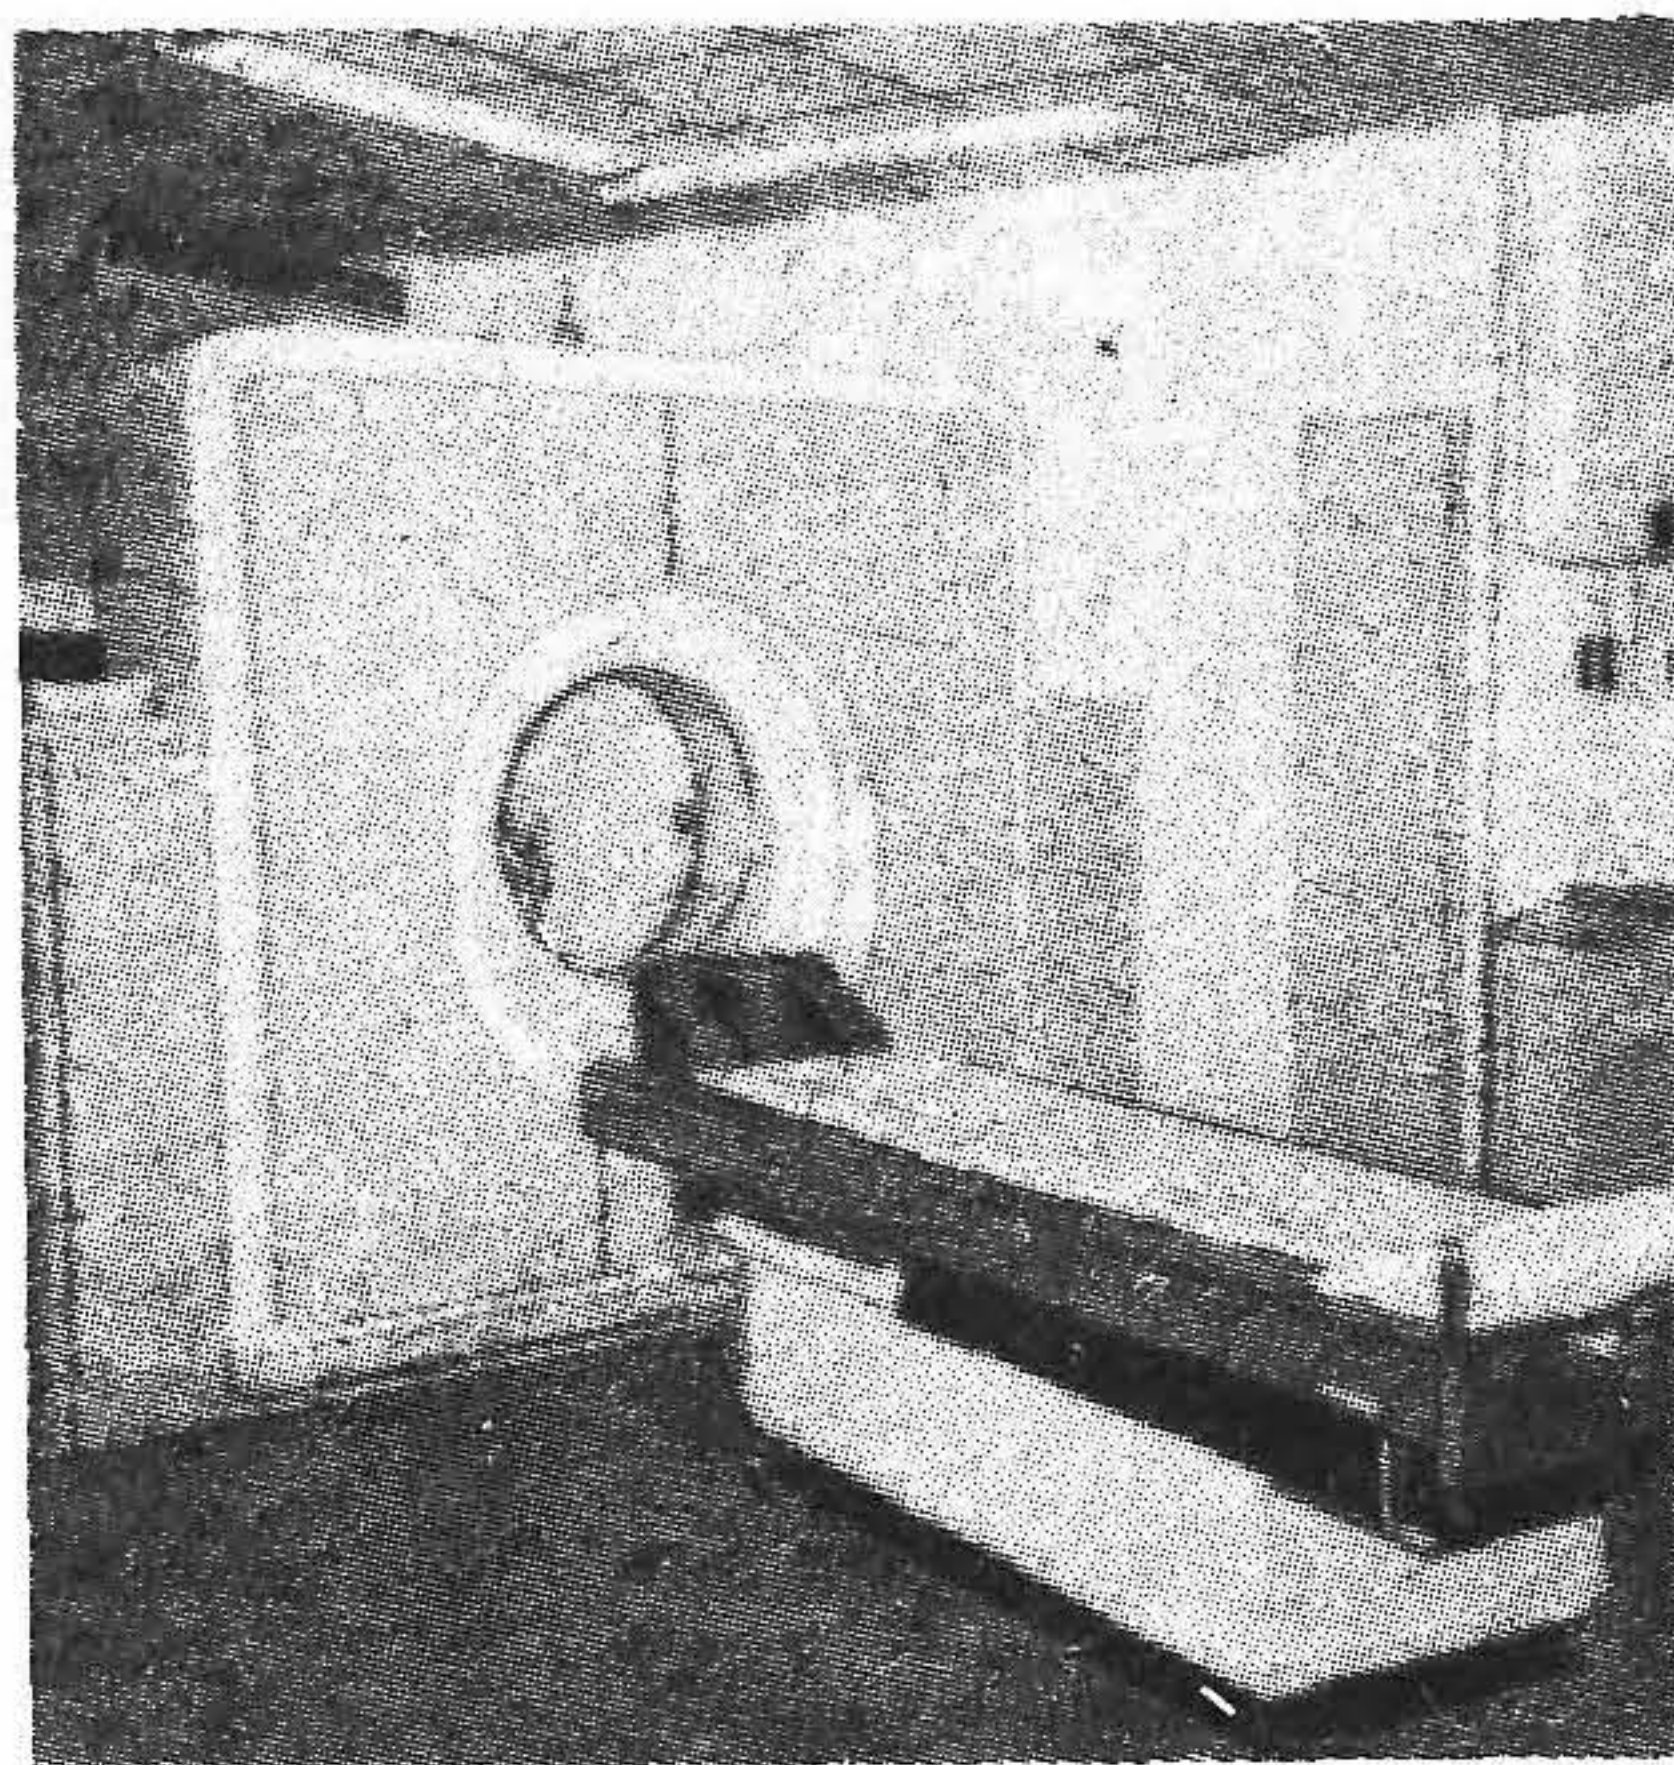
Общий вид стандартного КТ-сканера.
